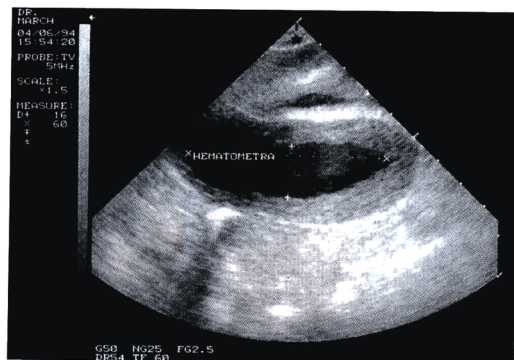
一例刮宫后闭经的患者，子宫下段形成瘢痕，超声宫腔积血图像。
